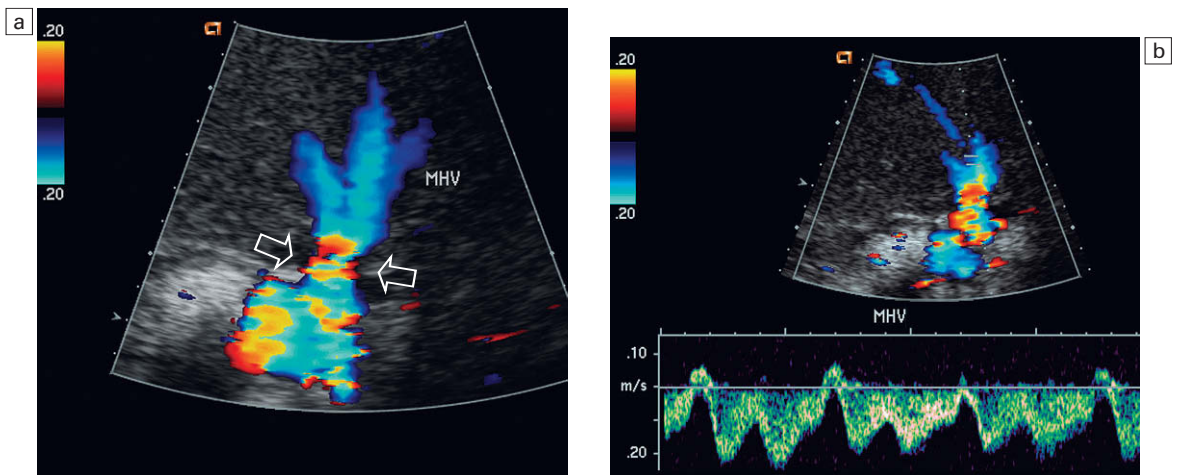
Imagen transversal de Doppler color de la anastomosis vena hepática-VCI (a). Las tres venas hepáticas se encuentran permeables. Se percibe, no obstante, un falso espectro en la anastomosis de la cava (flechas). Trazado de Doppler espectral (b) que revela la periodicidad cardíaca normal transmitida hacia el hígado. Ya que este trazado de onda debe propagarse en contra de la dirección del flujo, su presencia dentro del hígado descarta efectivamente una obstrucción significativa del flujo venoso hepático de salida.
